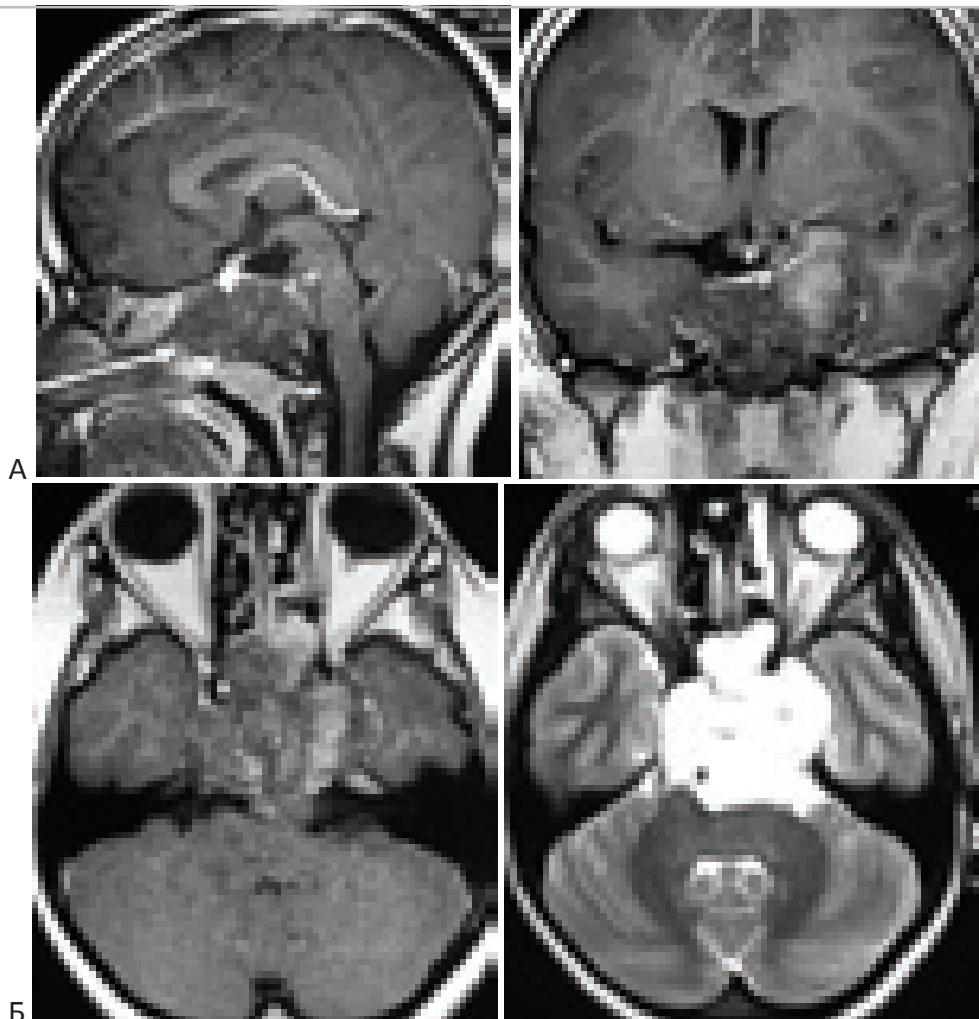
Большая хордома основания черепа. Больной Ц., 9 лет. “А” – МРТ (T1) с контрастом в сагиттальной и фронтальной проекции. Опухоль сдавливает мост мозга, распространяется левый кавернозный синус. Стрелка указывает направление доступа. “Б” – МРТ изображения взвешенные по T1 и T2.
